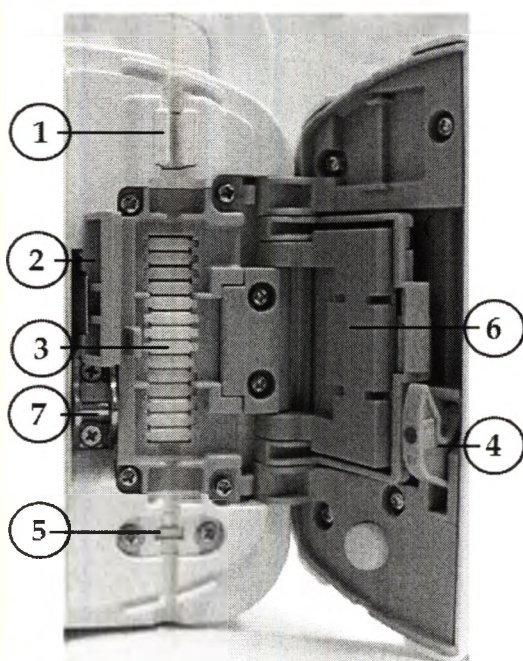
Обозначение внутренних деталей насоса (помпы) инфузионного.
